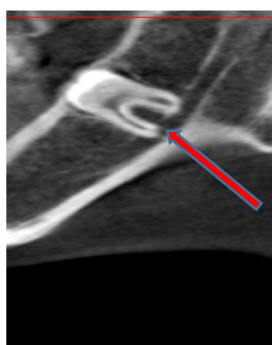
КТ пацієнта К. проведено з метою оцінки взаєморозташування нижньощелепного каналу і коренів зуба
